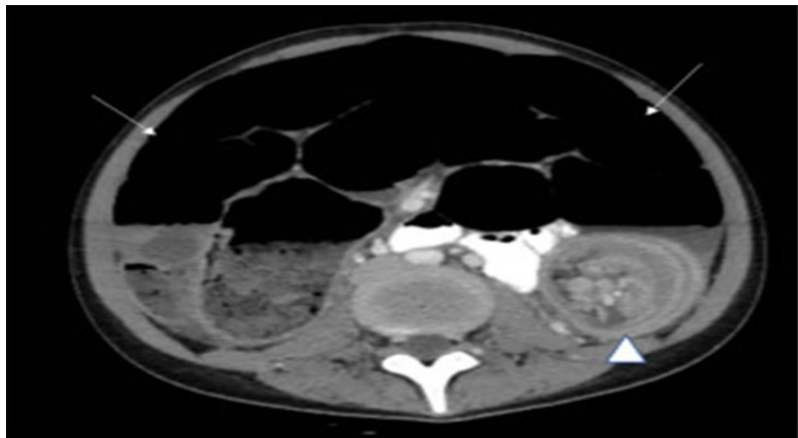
Tomografía de abdomen.
